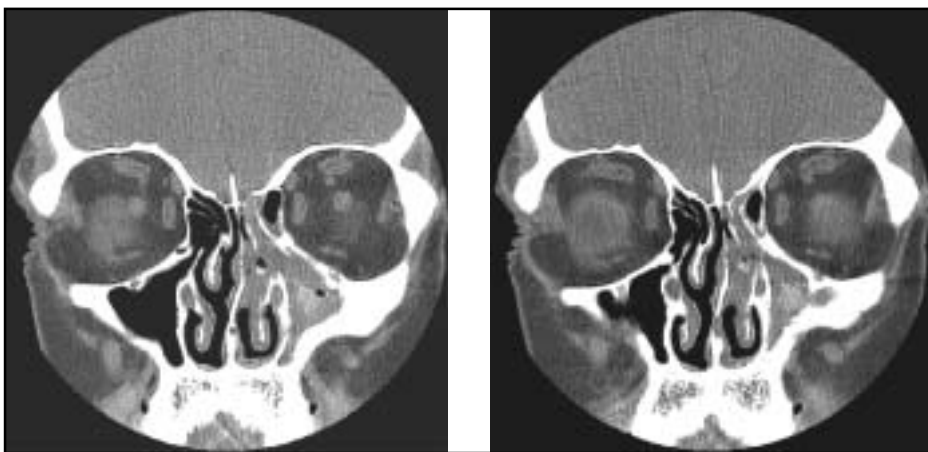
Corte coronal en tomografía axial computarizada de cavidades paranasales en un paciente con diagnóstico de rinosinusitis fúngica alérgica y poliposis nasal. Obsérvese zonas de hiperatenuación presentes en región maxilar derecha, sugerentes de la presencia de mucina alérgica.
